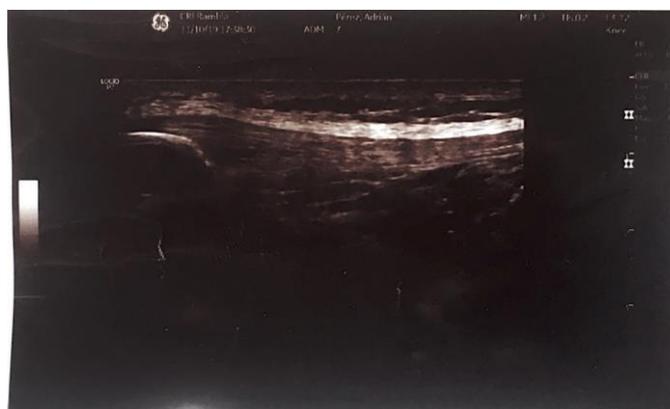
Ecografía del tendón rotuliano. Imagen propia
